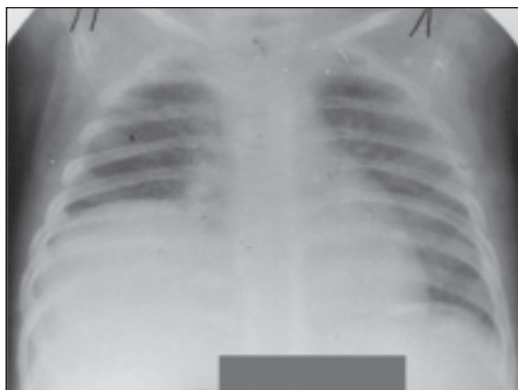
Рентгенограмма органов грудной клетки. Правосторонняя истинная диафрагмальная грыжа, эвентрация диафрагмы
